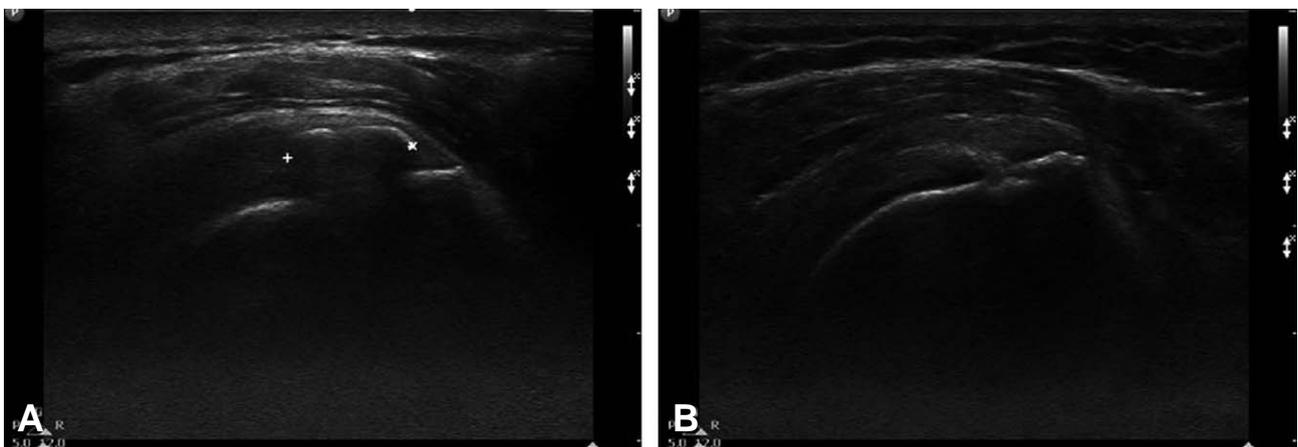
Sonographic findings of 65-year-old female with calcific tendinitis on her right shoulder (A). Before treatment, longitudinal scan of supraspinatus shows type I calcification with definite acoustic shadowing (white arrow) (B). At 12 weeks after treatment, sonographs demonstrates significant volume reduction of the calcification.
